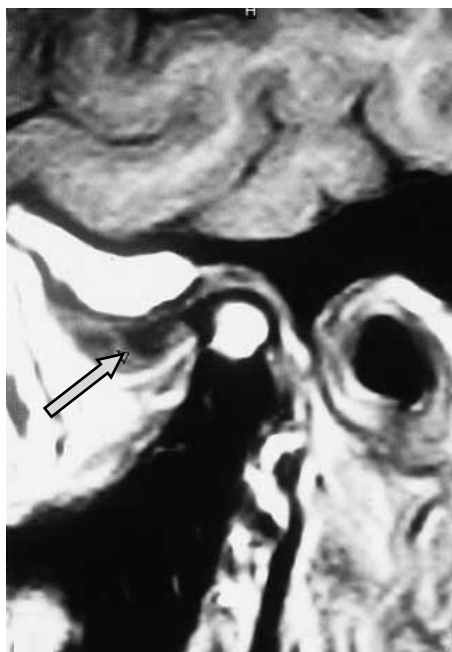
MRI pós operatório no plano sagital. Seta mostrando o disco posicionado anteriormente.
